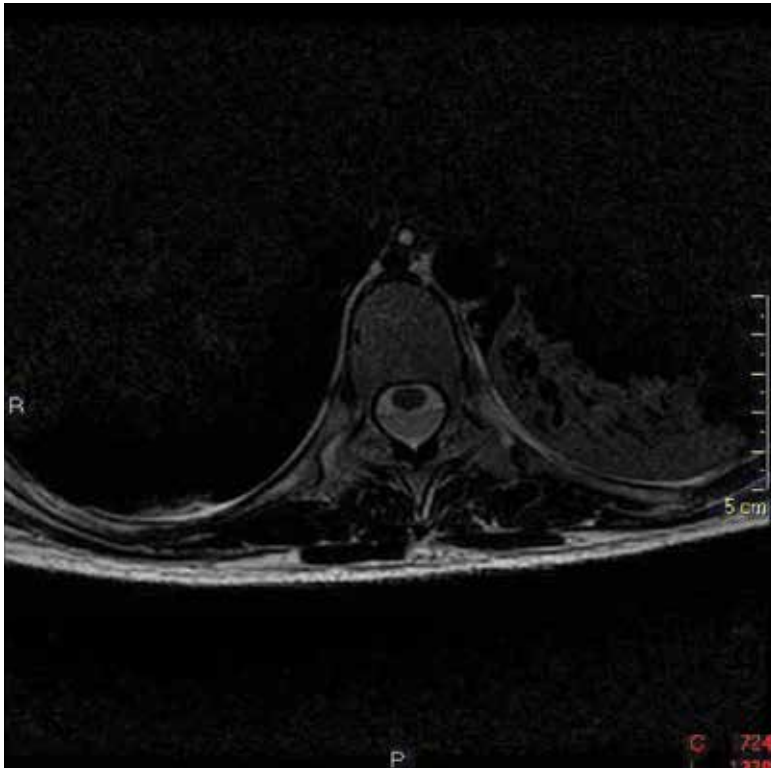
Imagem axial de ressonância magnética (ponderada em T2) mostrando hematoma subdural, deslocando a medula para anterior.
